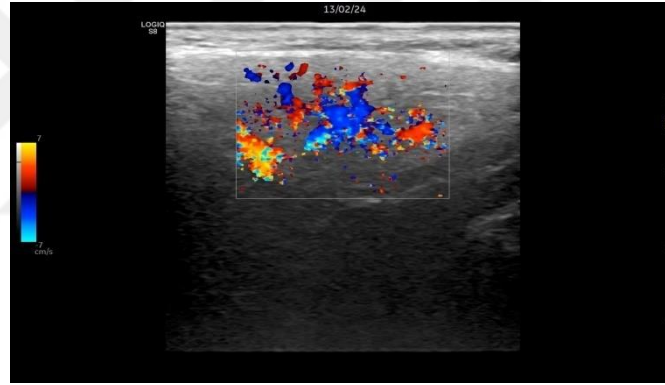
Minimal düzensiz marjine sahip submandibular bezin USG’de longitudinal kesit görünümü
